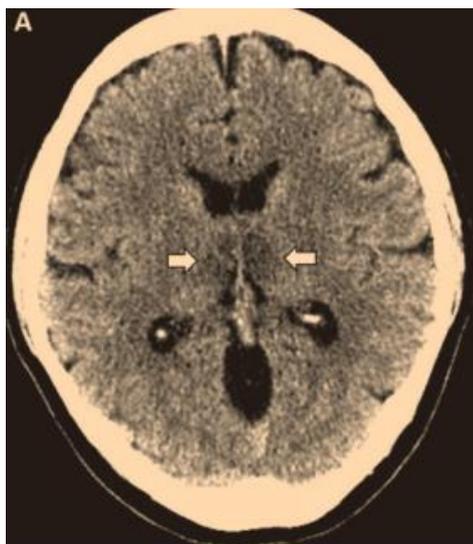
TC cerebral donde se muestra el área hipodensa simétrica en los núcleos mediales de los tálamos (flechas)(20).
